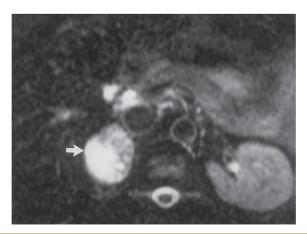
Phéochromocytome en IRM avec composante graisseuse.
